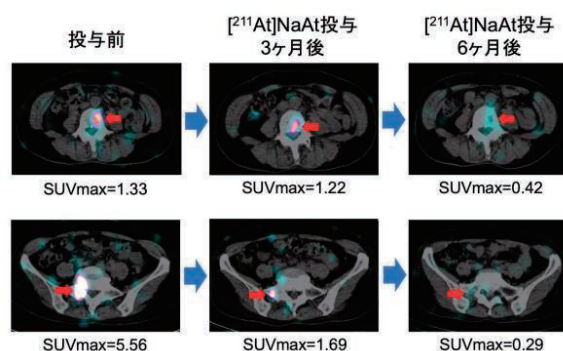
アスタチン (^{211}At) 投与後の ^{131}I -SPECT 画像：病変がほぼ消失していることがわかる (矢印)
